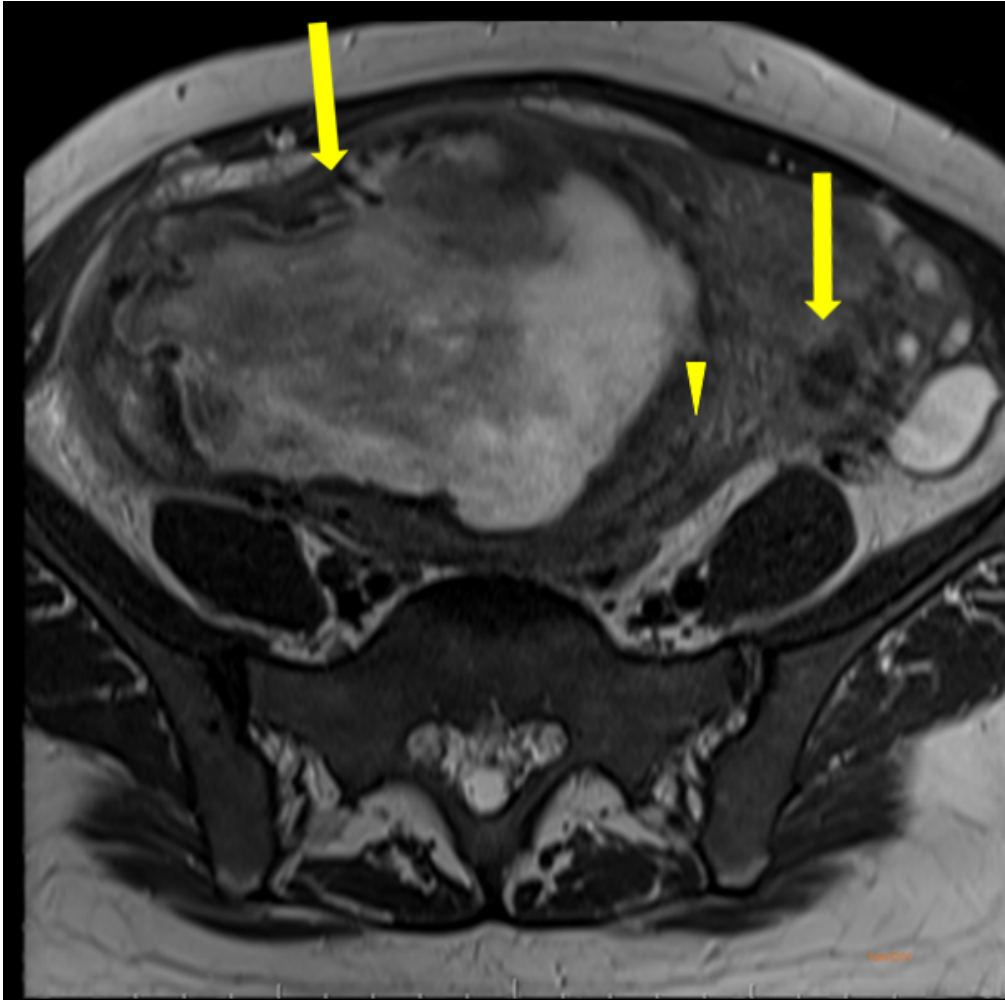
Ressonância magnética em plano axial, TSE ponderação em T2. Observa-se o sinal alto de ambas as lesões (setas amarelas), e o deslocamento posterior da cavidade endometrial (cabeça de seta).
